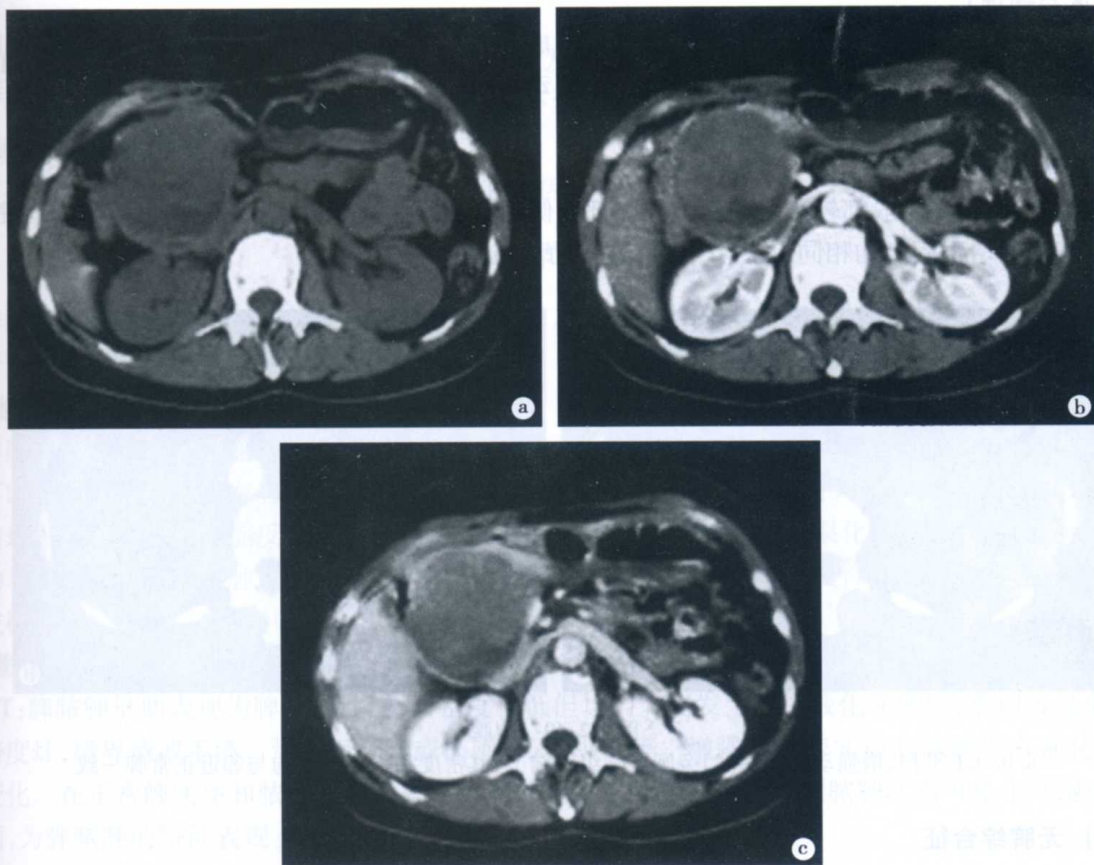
胰腺实性假乳头状瘤 CT 表现
